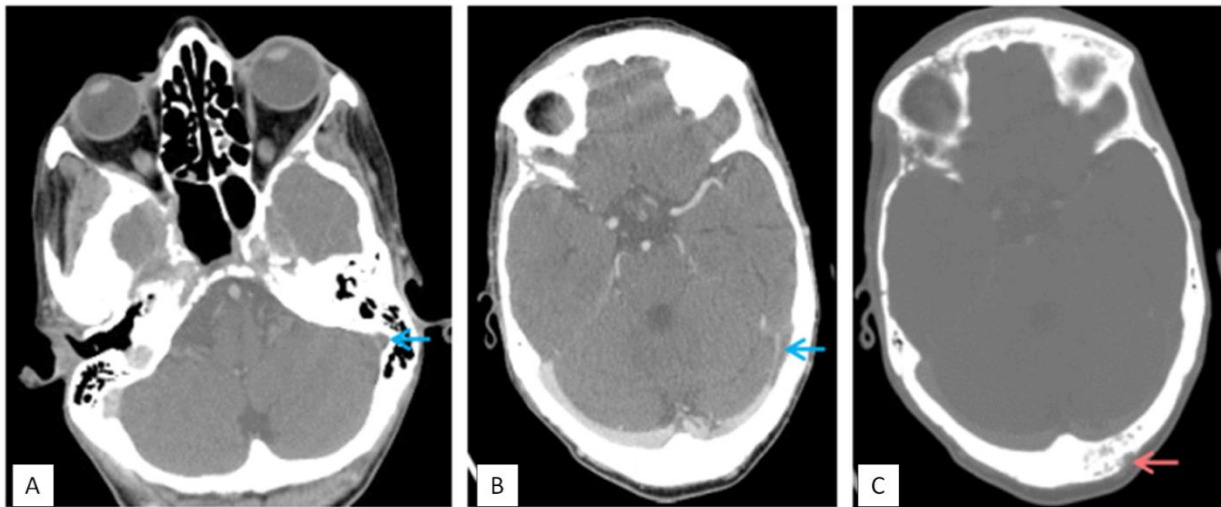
La TDM cérébrale après injection objective une thrombose du sinus latéral gauche sous forme d'un défaut de rehaussement après injection (flèches bleues : coupe axiale : A, B), avec sur la fenêtre osseuse (coupe axiale : C) lésions lytiques de la voûte crânienne en faveur de métastases osseuses (flèche rose).
